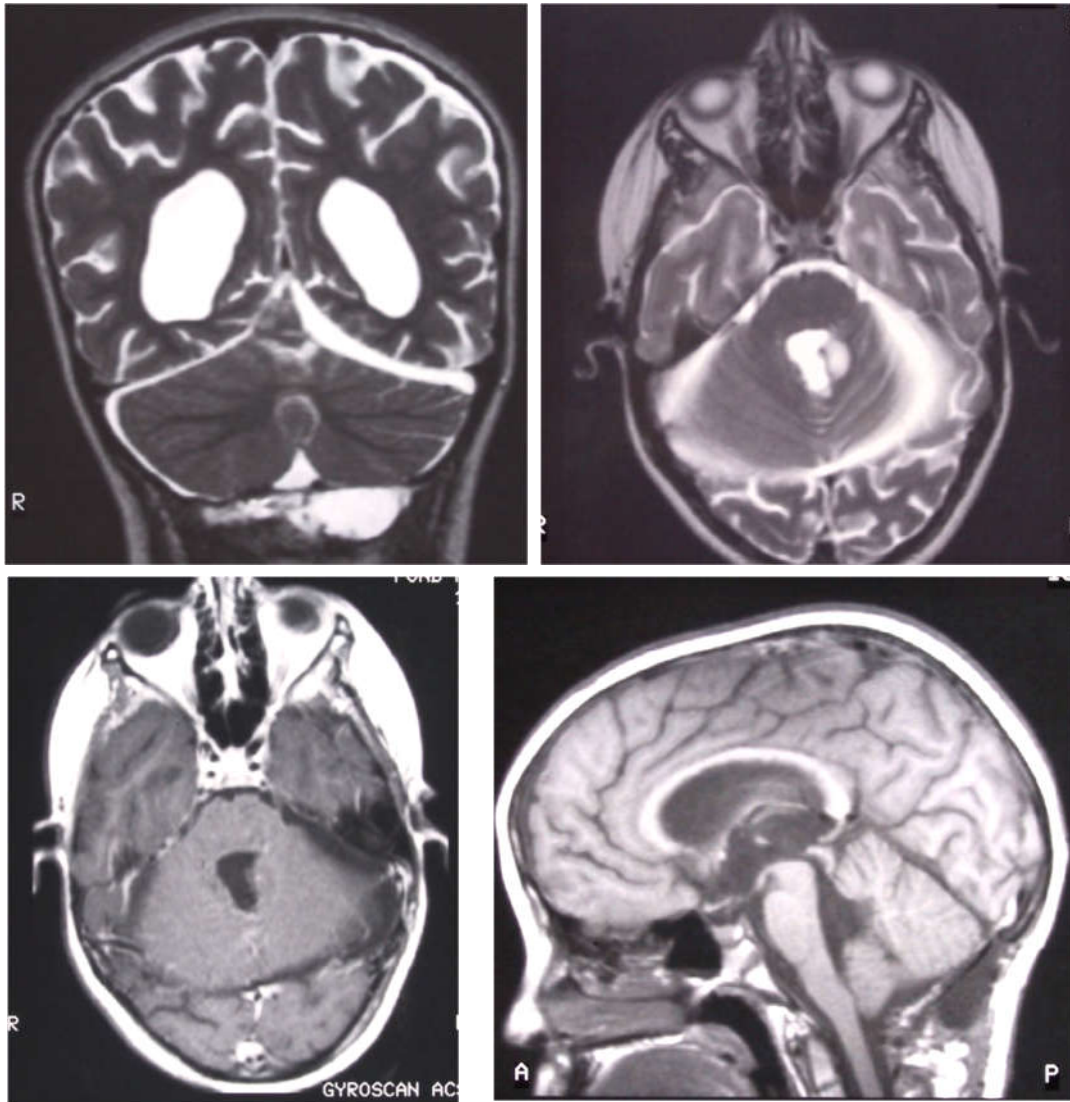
IRM post opératoire : pas de résidu
